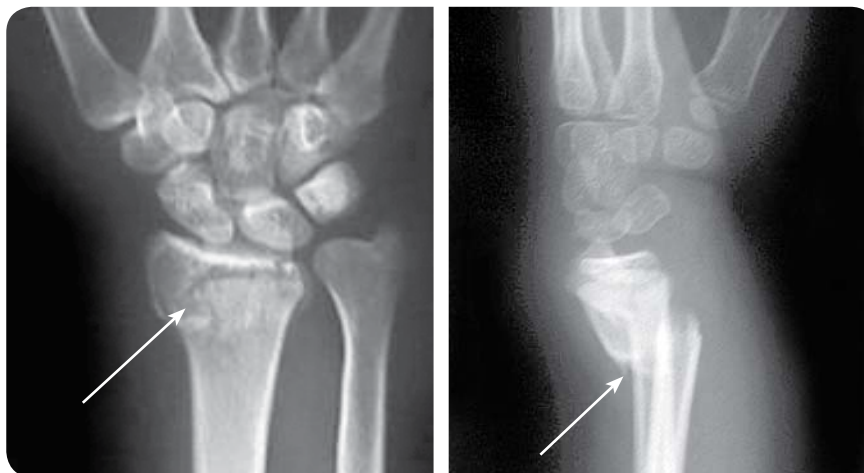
Рентгенограми: розгинальний перелом (перелом Коллеса)
